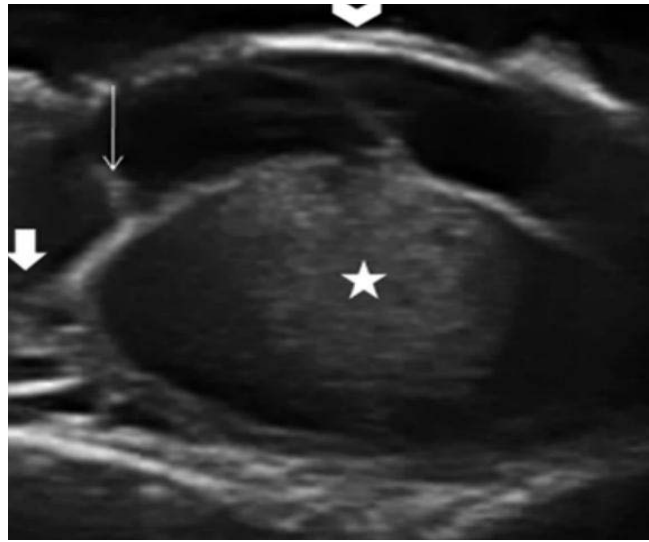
image échographique d'un cavernome :
